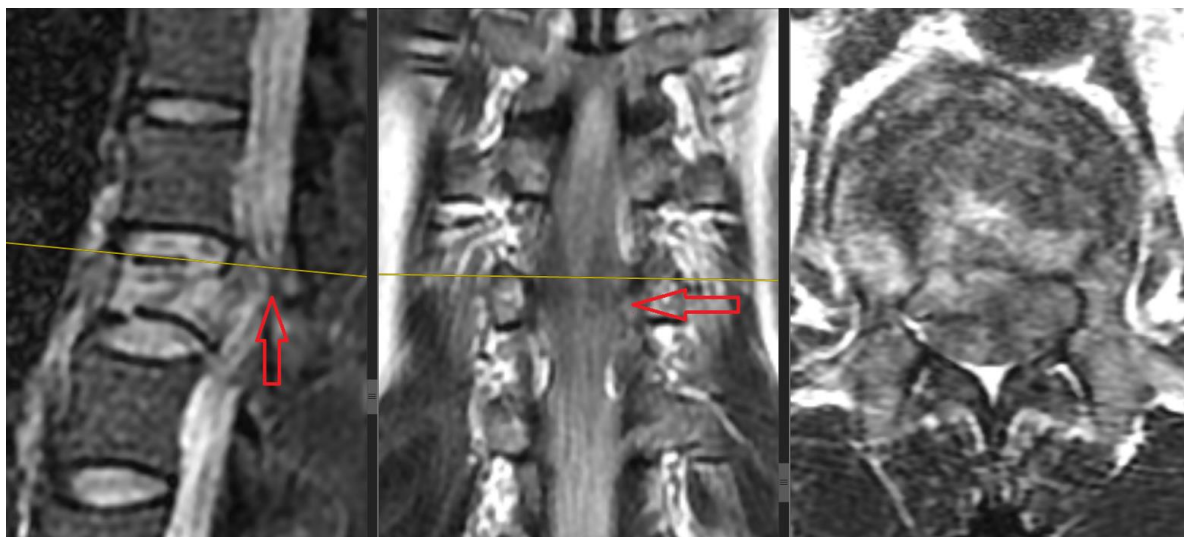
МРТ больного Т. Разрыв задней продольной связки под костным фрагментом слева
